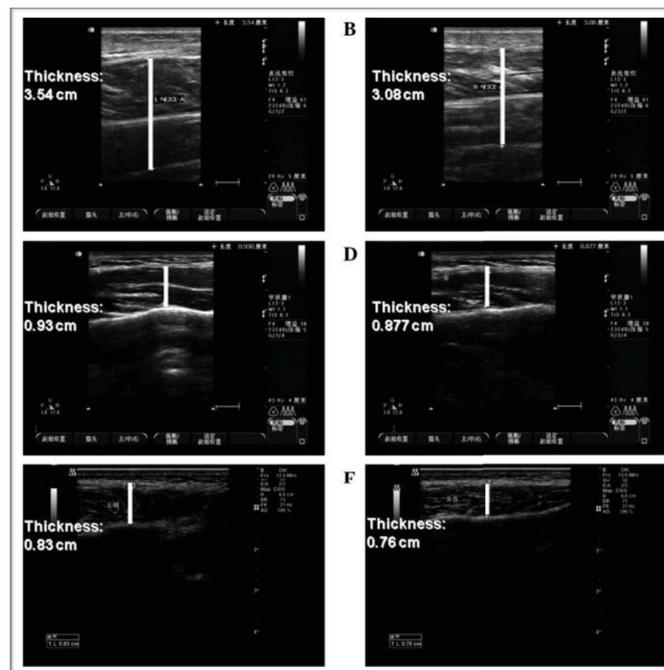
échographie des masséters droit et gauche du patient traité par coagulation radiofréquence, en haut avant le traitement, au milieu à 6 mois post-opératoires, en bas à 12 mois post-opératoires (80)
